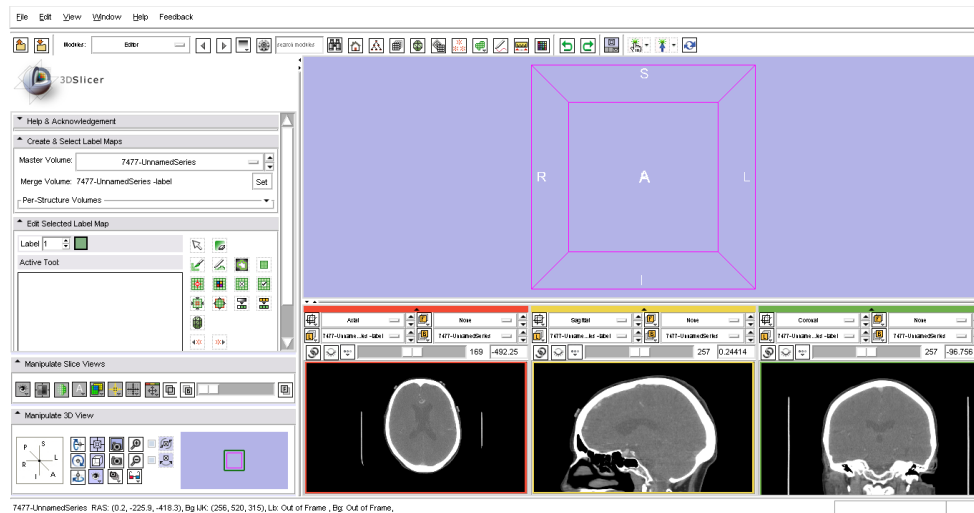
Interfaccia di 3D Slicer, dopo aver caricato le immagini CT e aver applicato il modulo Editor. A sinistra ci sono i menu a tendina con i comandi del modulo prescelto, a destra in basso ci sono le tre viste ortogonali (assiale, sagittale e coronale) della scansione e al di sopra la vista 3D, in cui da ultimo si potrà vedere la ricostruzione dei volumi e delle superfici.
